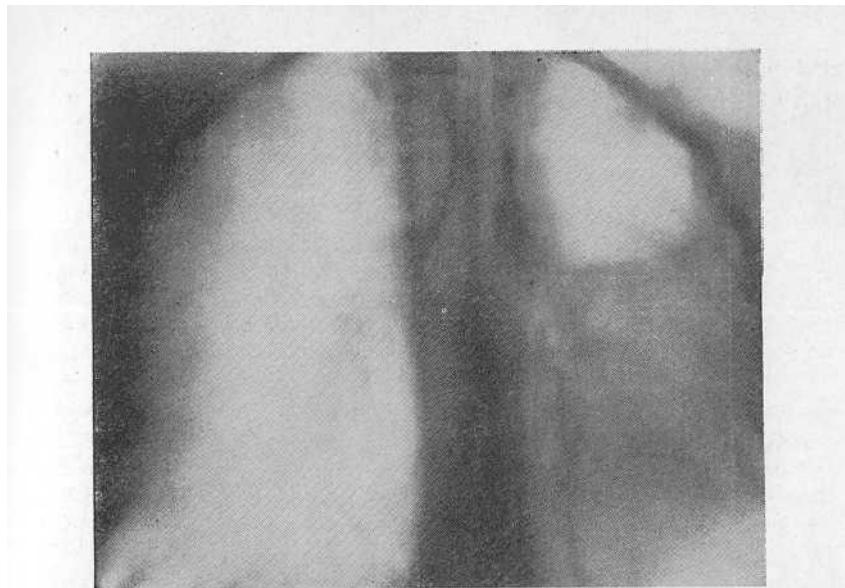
Томограмма больной Ш. Интерстициальная эмфизема. Эмфизематозный пузырь прилежит к плевре, не имеет перетяжек.
